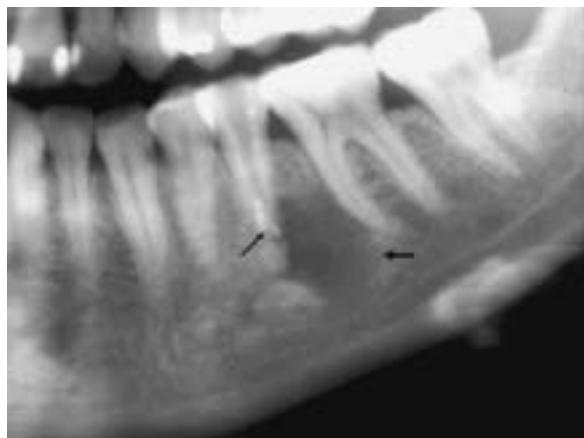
Quiste periodontal lateral. Proyección de Ortopantomografía que muestra una imagen radiolúcida de situación pararadicular con respecto al segundo premolar inferior izquierdo que se relaciona con orificio secundario del conducto radicular (flecha delgada). También se observa aumento del espacio de la membrana periodontal en el primer molar correspondiente.
